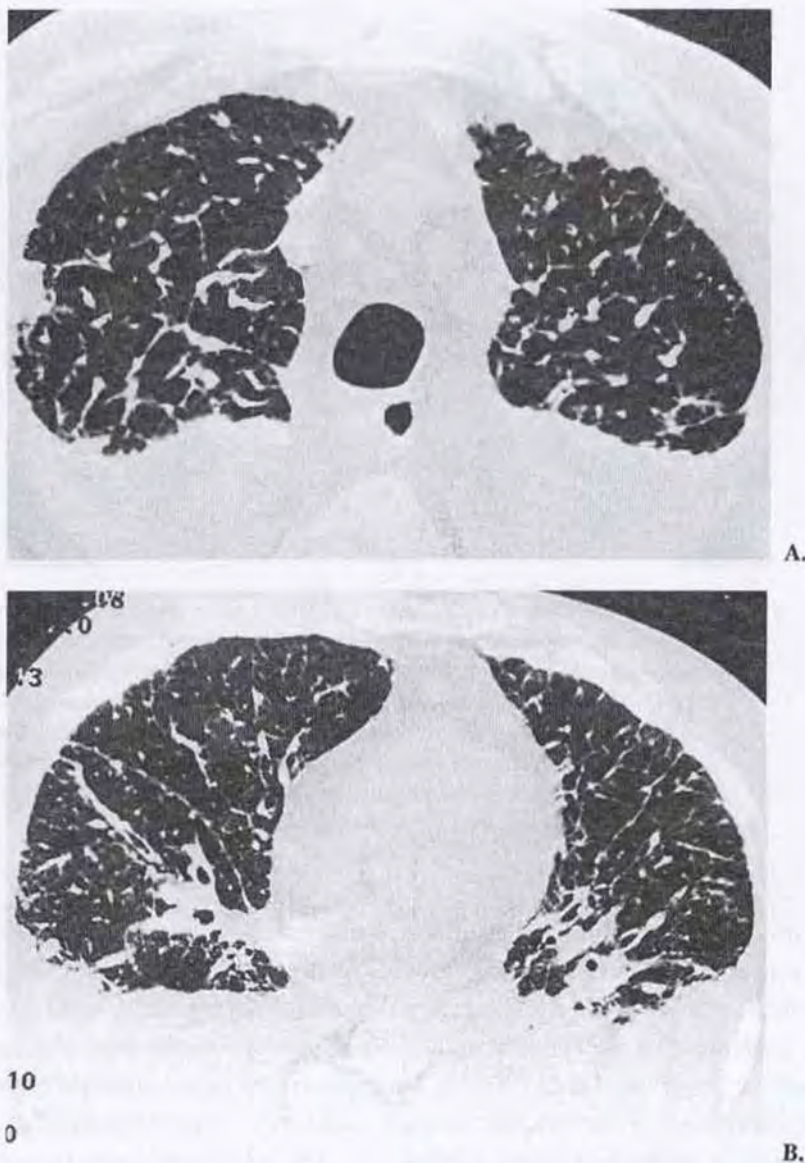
Imagens de tomografia de alta resolução, uma de campos superiores e outra de campos inferiores, demonstrando acometimento difuso dos pulmões e achados de espessamento dos septos interlobulares e das bainhas broncovasculares, preservação da arquitetura do lóbulo pulmonar secundário, ausência de sinais de fibrose pulmonar, figuras geométricas poligonais, nódulos e placas pleurais e aspecto de derrame pleural bilateral de grande volume
